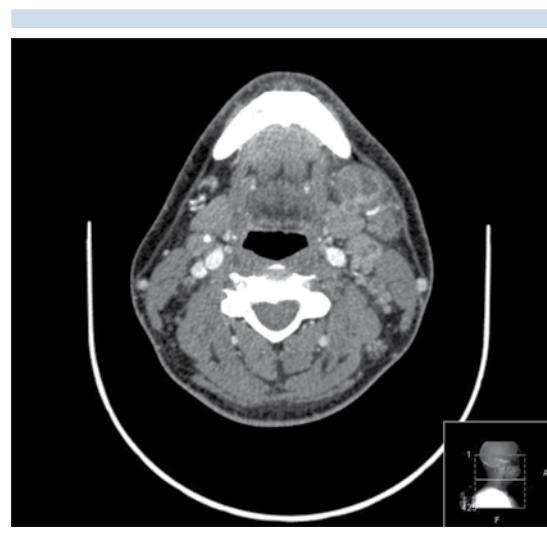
Tomografía computada cervical en proyección axial que evidencia la desestructuración de la glándula submaxilar secundaria a la infección tuberculosa.
